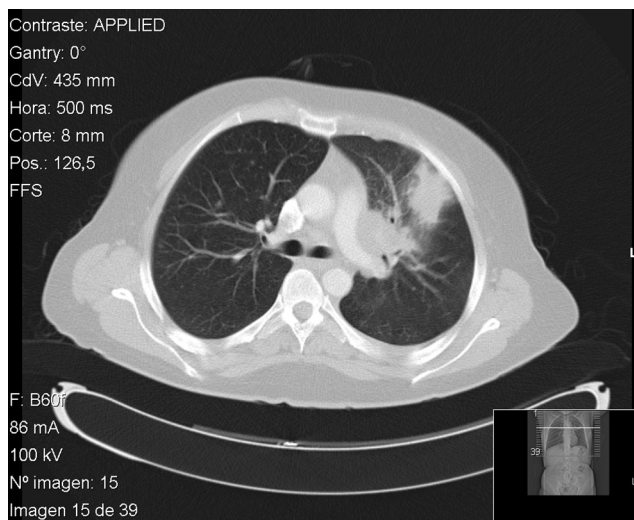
TC pulmonar. Condensación en el lóbulo superior izquierdo que contacta con pleura costal anterior y se acompaña de adenopatías hiliares ipsilaterales.
